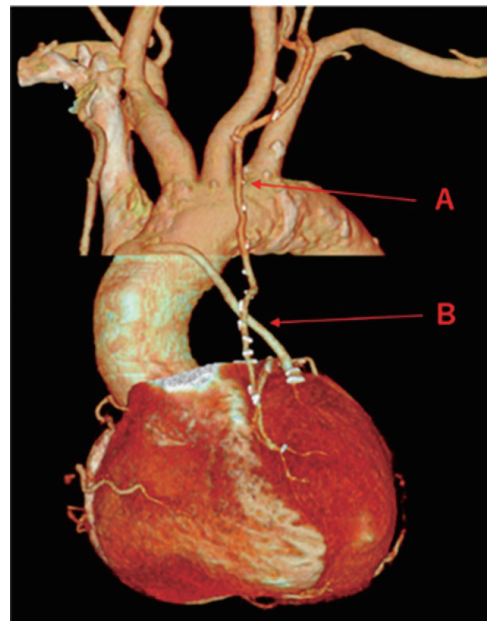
CABG後の冠動脈造影CT検査：左内頸動脈→左前下行枝 (A)、上行大動脈→静脈グラフト→第1対角枝 (B) の2本ともに既存を認める。
